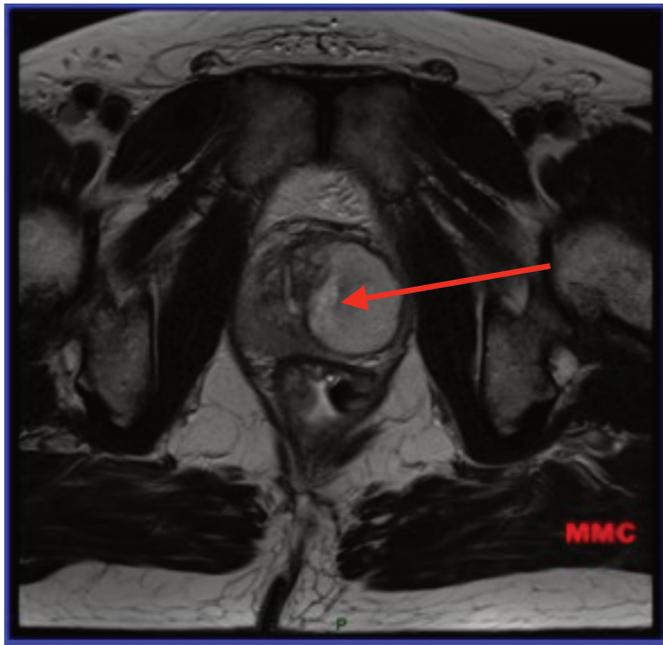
IRM d'un abcès prostatique latéralisé à gauche²⁰
